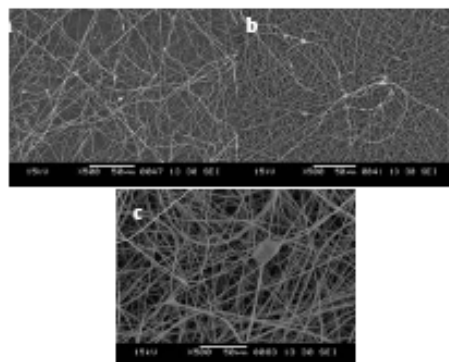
SEM images of fibers prepared from 10%w/w solutions of PS/PSMA blend (1:1) fabricated at (a) 6, (b) 8, and (c) 10 kV in a mixed DMF:THF (1:1) solvent.
